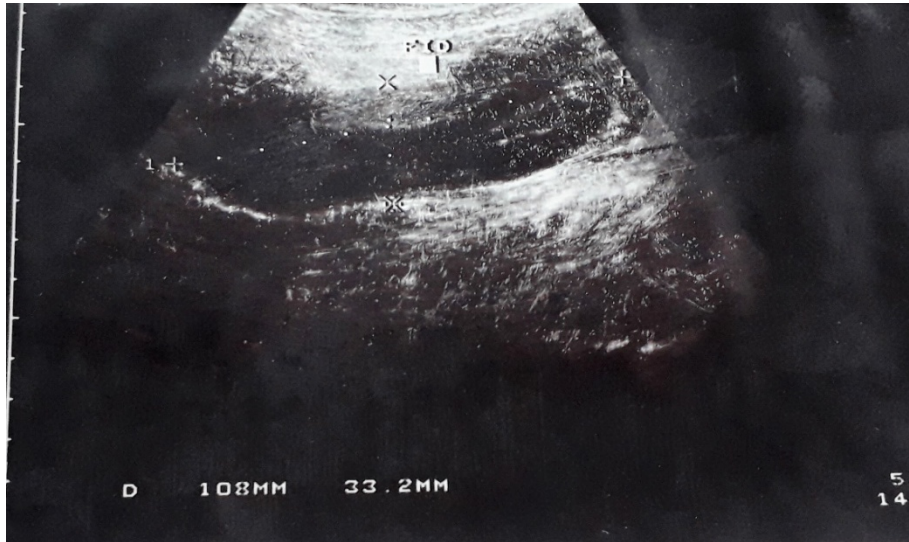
Ecografía abdominal mostrando una imagen compleja a predominio ecolúcida en la fosa ilíaca derecha.
